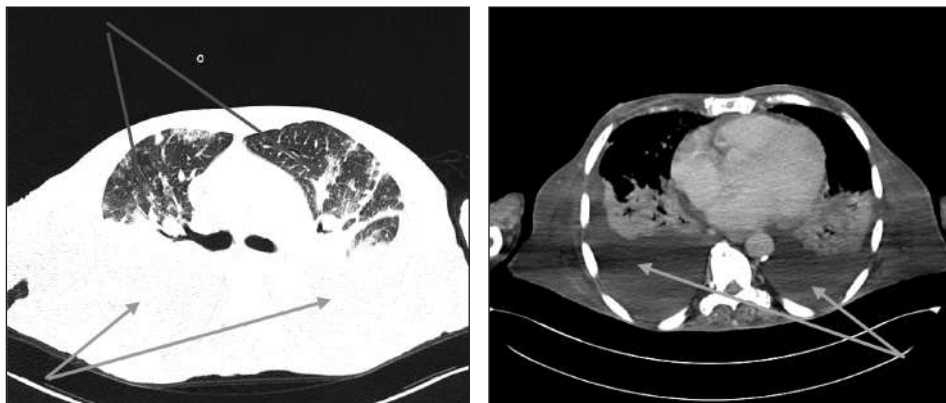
CT torace, cu substanță de contrast, secțiune transversală, fereastră pulmonară (A), respectiv fereastră mediastinală (B): lichid pleural drept (7,5 cm), stâng (5,4 cm), ce comprimă parenchimul pulmonar din vecinătate. Fără semne de TEP. Arie de condensare cu aspect pseudonodular la nivelul lobilor superiori și al lobului mediu
